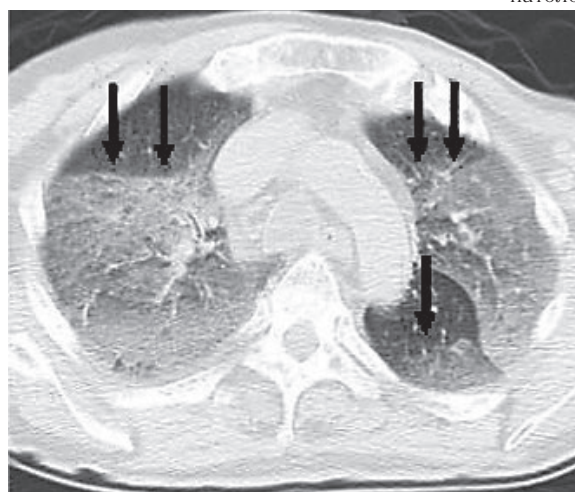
Посмертная нативная МСКТ грудной клетки, проведенная через 13,5 ч после смерти в результате тяжелой черепно-мозговой травмы. Аксиальный срез, легочное окно. Явления трупного гипостаза в легких. Стрелками указаны демаркационные линии, отделяющие участки «матового стекла» в дорсальных отделах легких от вышележащих, менее плотных участков [52].
